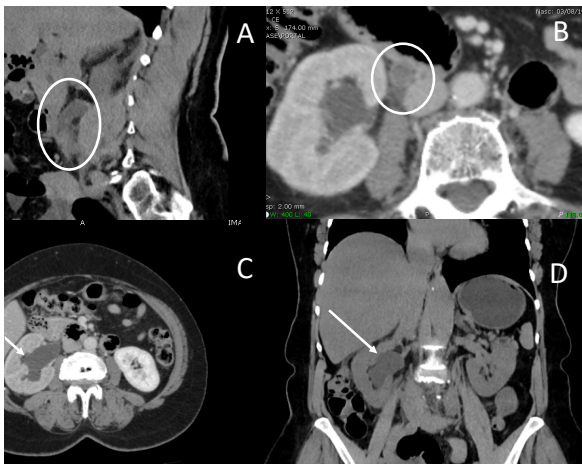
TC de abdômen: a figura A (corte sagital sem contraste) demonstrando moderada dilatação do ureter proximal à direita e figura B (corte axial pós contraste) espessamento parietal e conteúdo endoluminal determinando nas figuras C (corte axial pós contraste) moderada hidronefrose e figura D (corte sagital sem contraste) aumento das dimensões deste rim.
